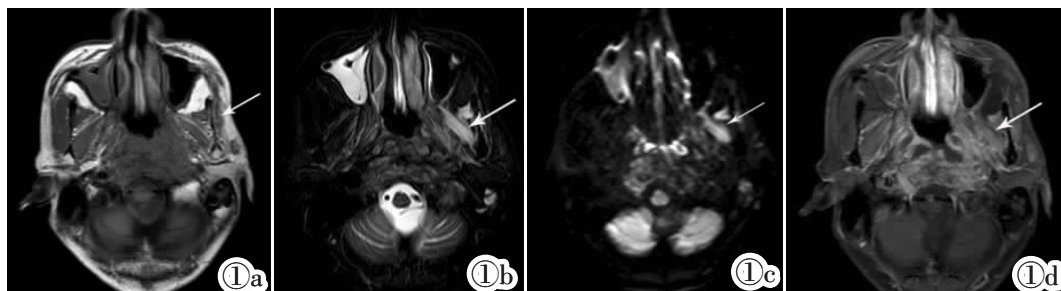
~1d 男,49 岁,鼻咽非角化型分化癌并左咀嚼肌 DML。图 1a:T<sub>1</sub>WI 示左侧咀嚼肌明显萎缩,脂肪替代。图 1b:T<sub>2</sub>WI 示左侧翼外肌呈不均匀中高信号。图 1c:DWI 示左翼外肌中
